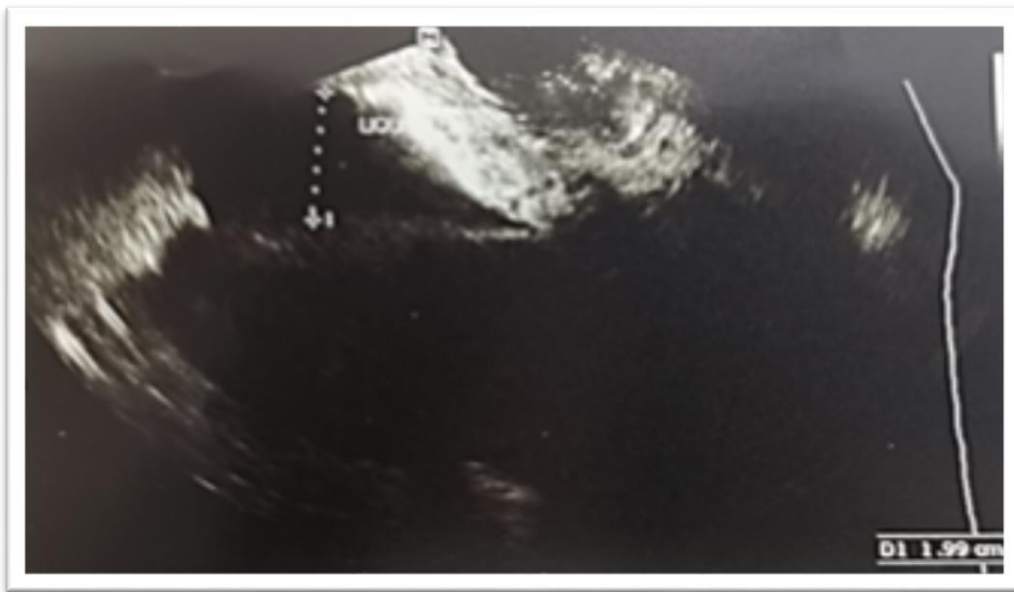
Ecografía transvaginal: presencia de líquido libre a nivel de fondo de saco anterior
